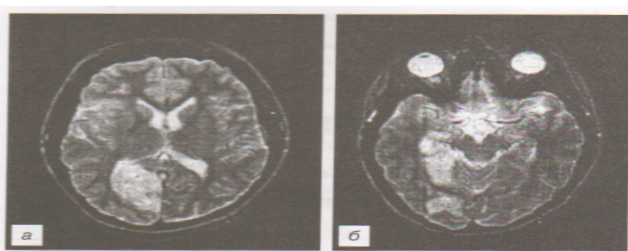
МРТ головного мозга на T2-взвешенном
